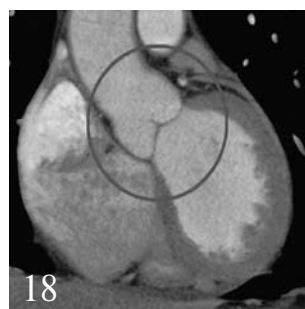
МСКТ. Аортальный клапан (слева), митральный и аортальный клапаны (справа). Норма.
